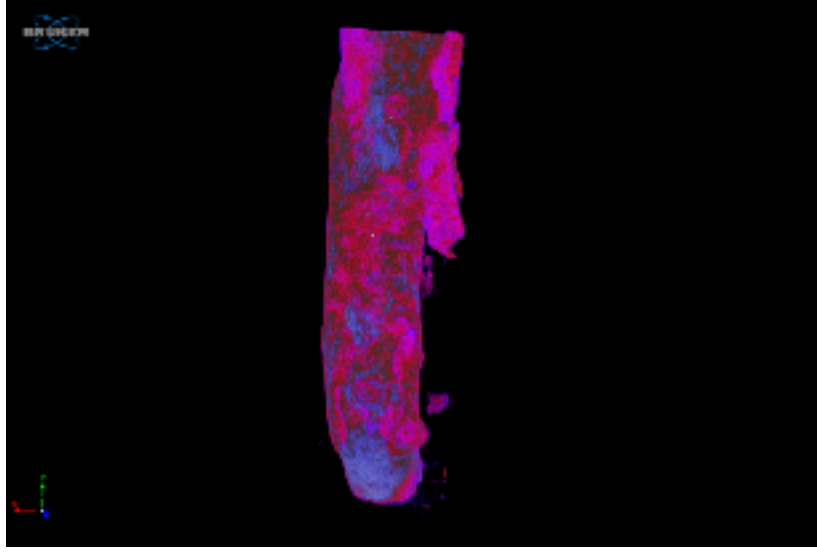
CTAn v.1.12 yazılımı (Bruker-micro-CT) ile yeni oluşan kemik dokusu analiz edildi
